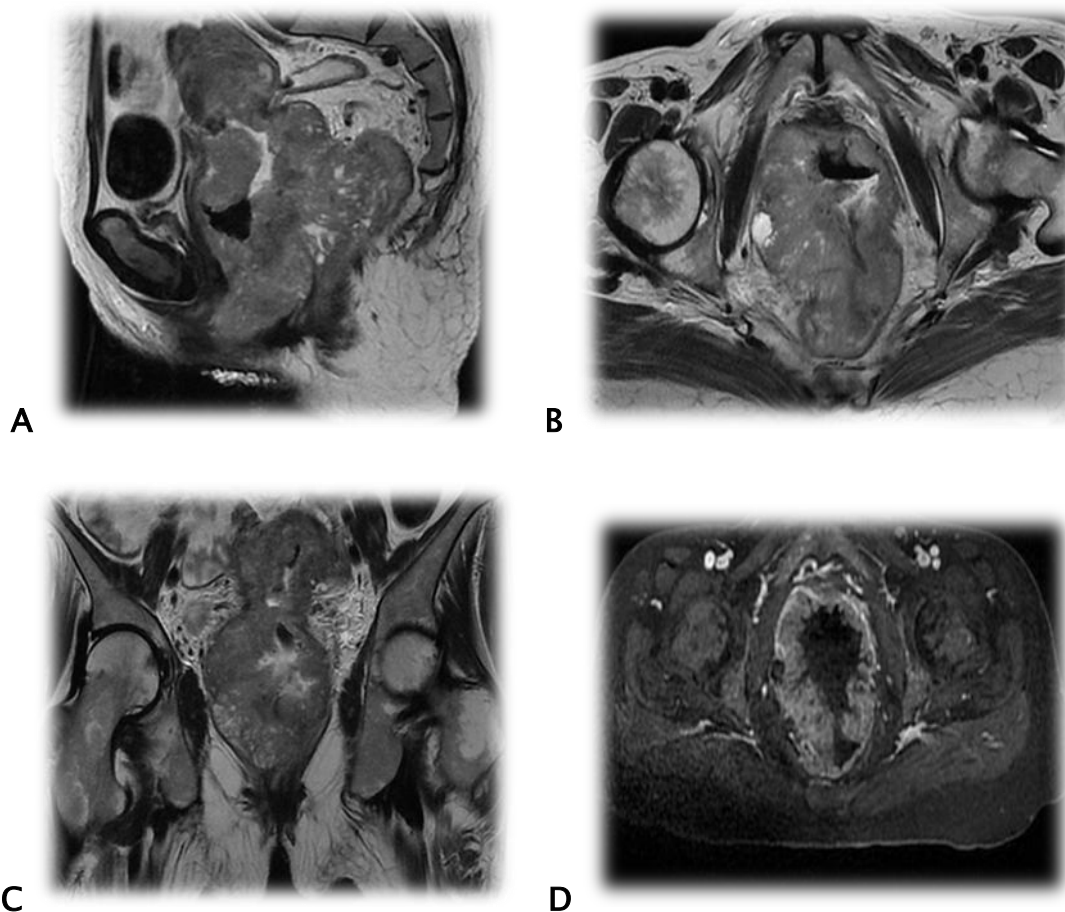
Patiente de 56 ans, présente des métrorragies spontanées avec des douleurs pelviennes et leucorrhées fétides, examen au speculum objectif une volumineuse masse tumorale infectée du col utérin saignante au contact, biopsie avec étude anatomopathologique note un carcinome épidermoïde. IRM en pondération T2 sagittale (A), axiale (B), coronale (C) et en T1 C+ axiale (D). Volumineuse masse du col utérin de 11 cm de grand axe avec une large extension loco-régionale vaginale, utérine, paramétriale bilatérale, vésicale sans bourgeon endoluminal, recto-anale et périnéale. A noter sur la séquence injectée la zone de nécrose centrale. Classé stade IVA de FIGO. Traitée par une radiothérapie externe à visée palliative.
